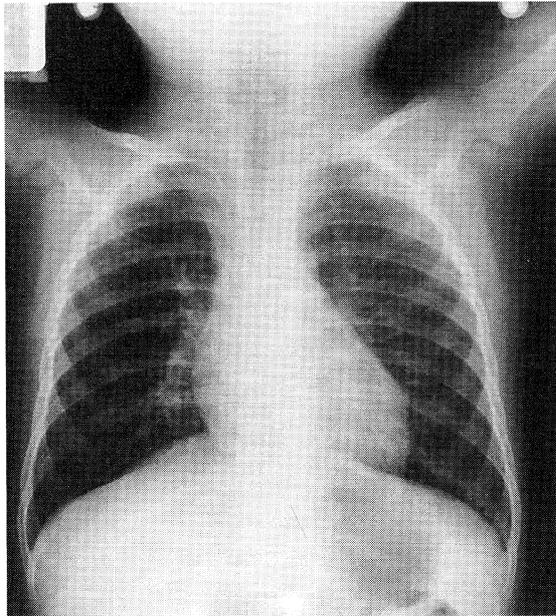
Chest radiograph on presentation, no abnormal finding
